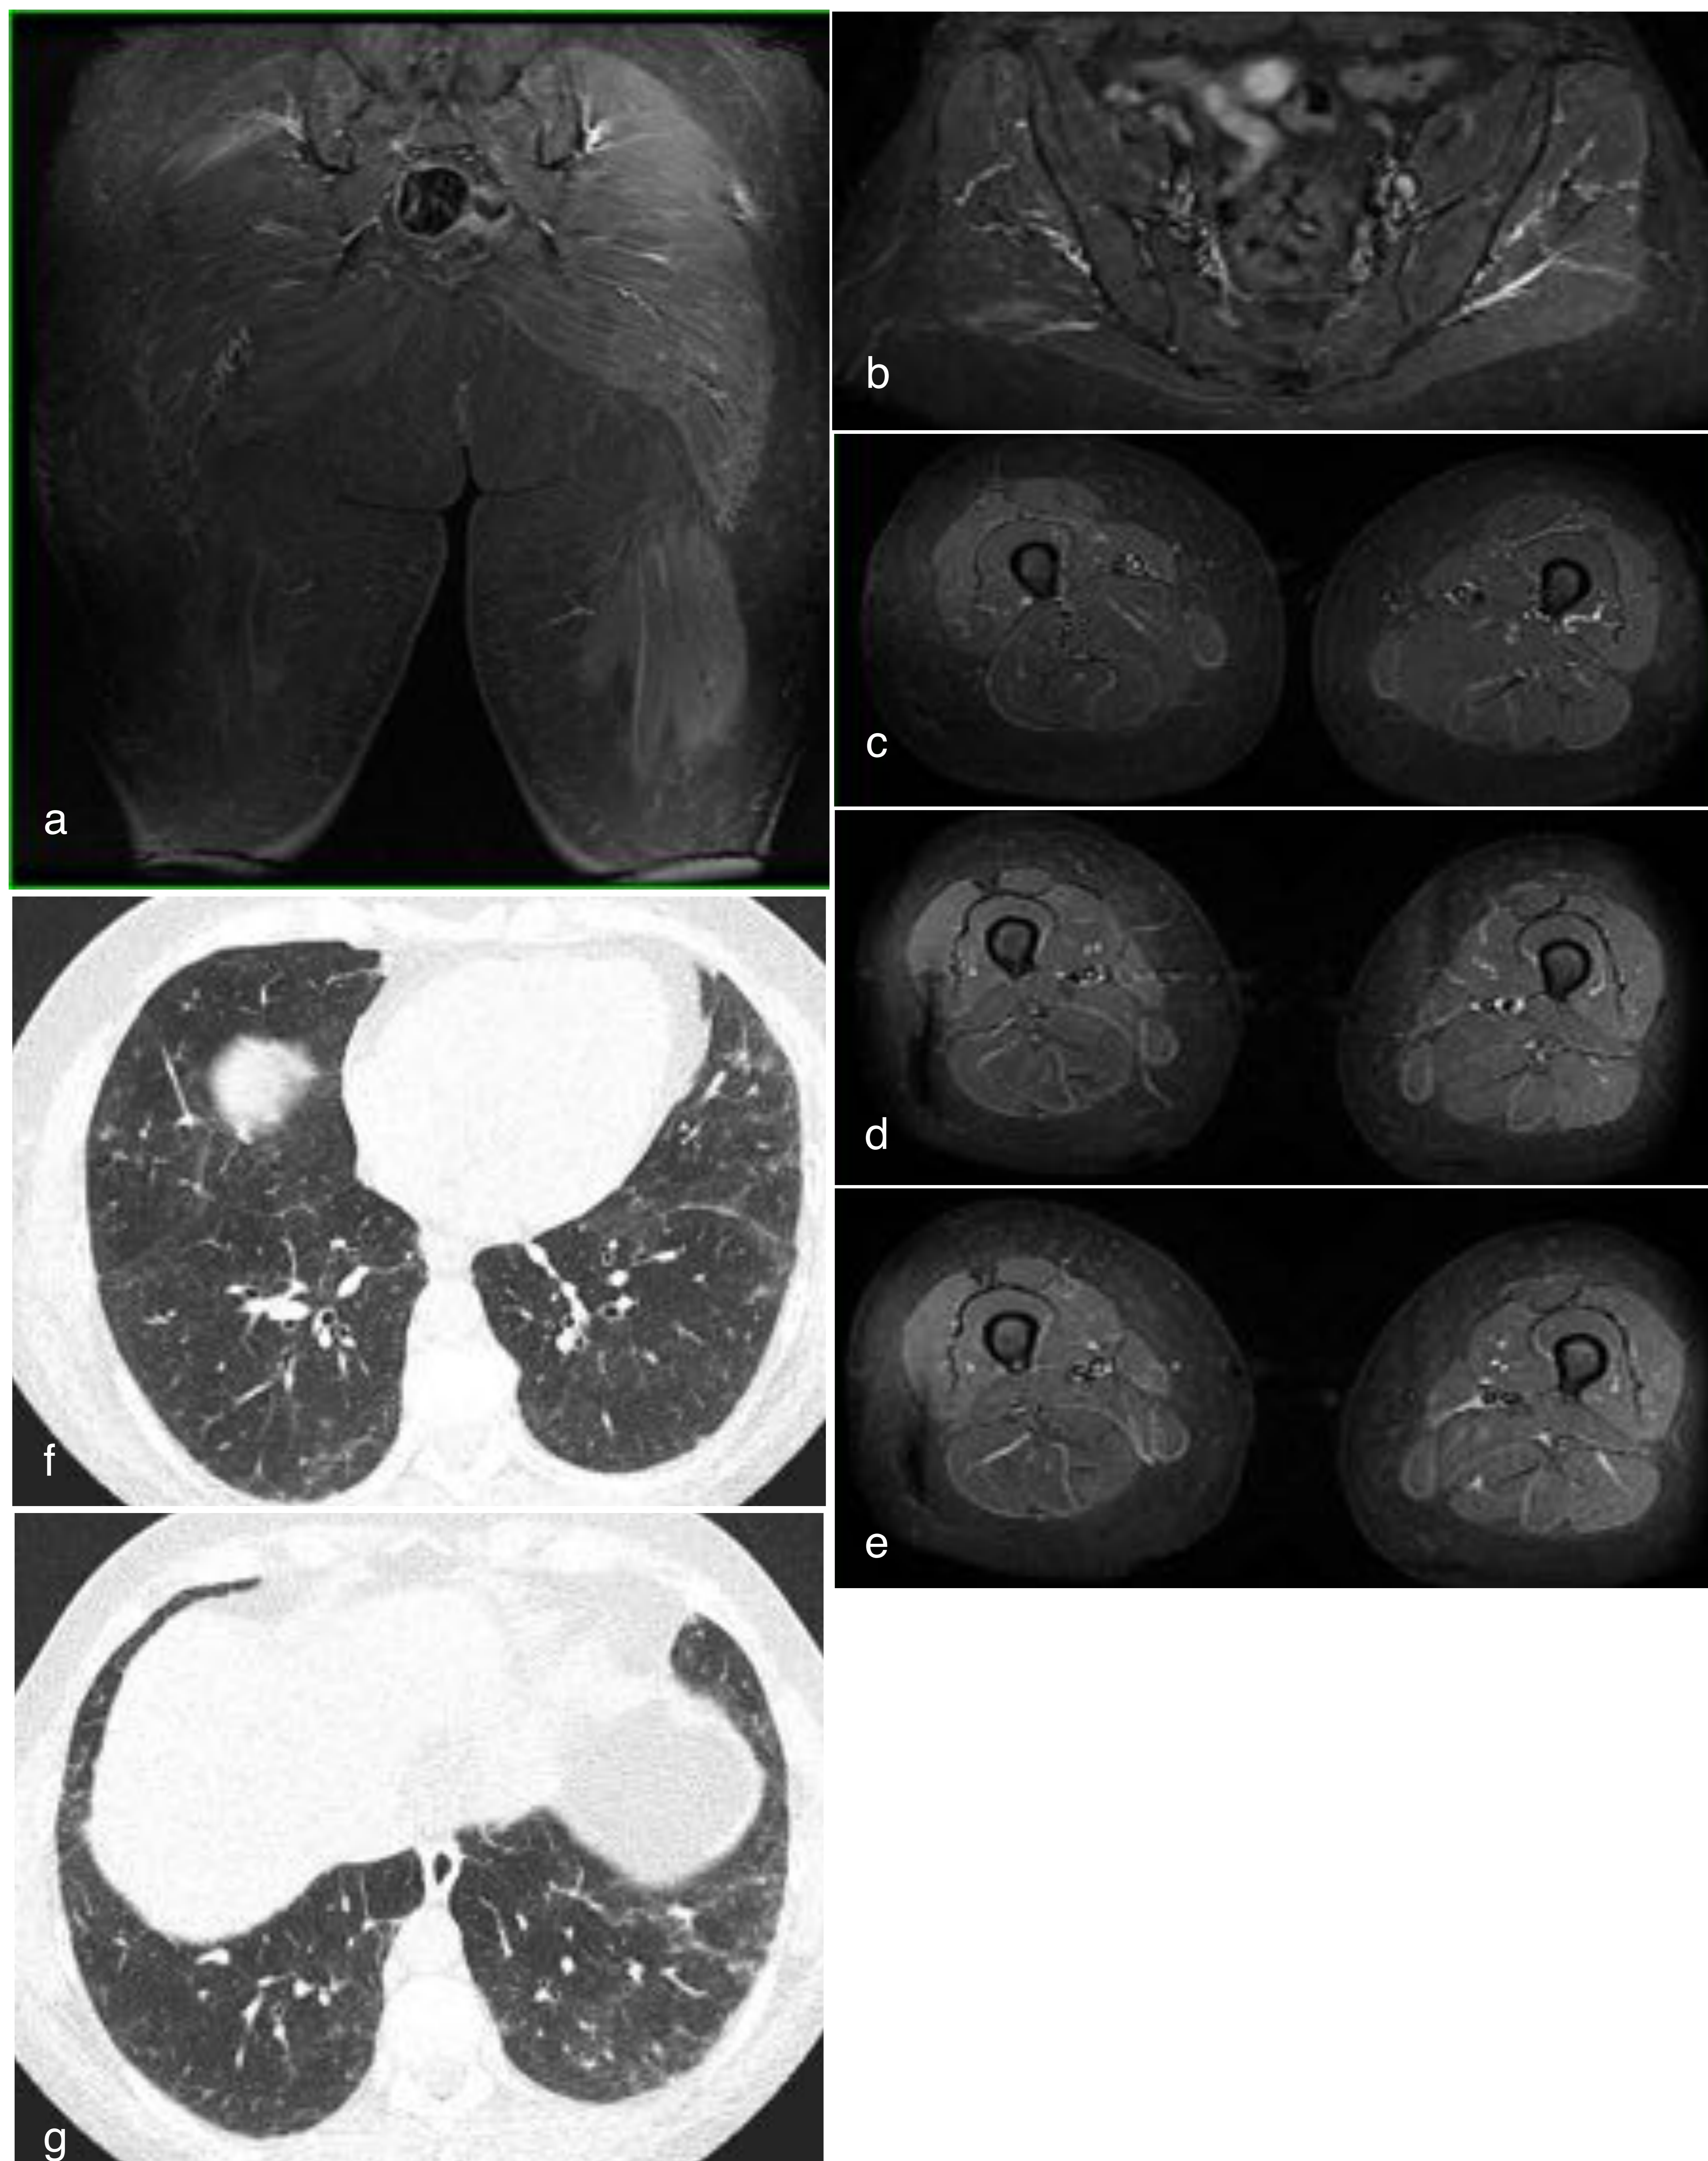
paciente de 54 años, diagnosticada de escleromiositis con anticuerpos anti-PM-SCL75 y 100 positivos fuertes. RM, secuencia STIR en planos coronal (a) y axial (b-e) y TC torácico con ventana pulmonar (f,g). Presenta ligero engrosamiento e hiperintensidad en T2 y STIR en los planos fasciales superficiales y profundos en ambos muslos, especialmente en celdas musculares posterior y medial, con área de aumento de señal focal en fibras musculares del músculo glúteo mayor derecho. En tórax, se aprecian tenues opacidades en vidrio deslustrado de predominio subpleural y basa, sin objetivarse bronquiectasias ni áreas de panalización, compatibles con signos de neumonía intersticial no específica (NINE).
